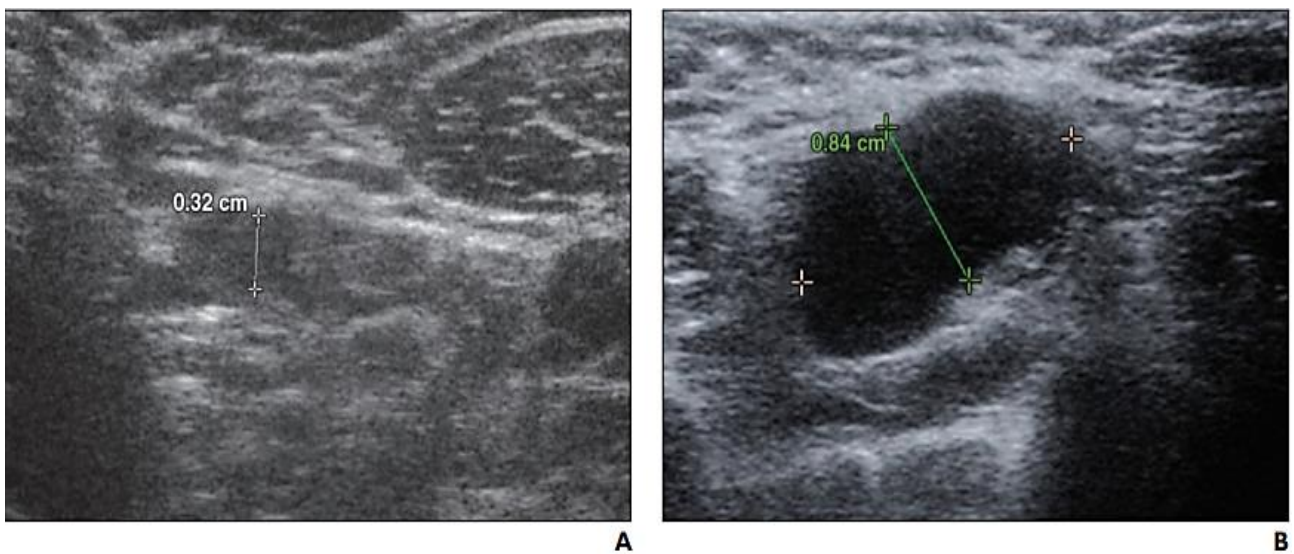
Épaisseur corticale en échographie axillaire [57].
